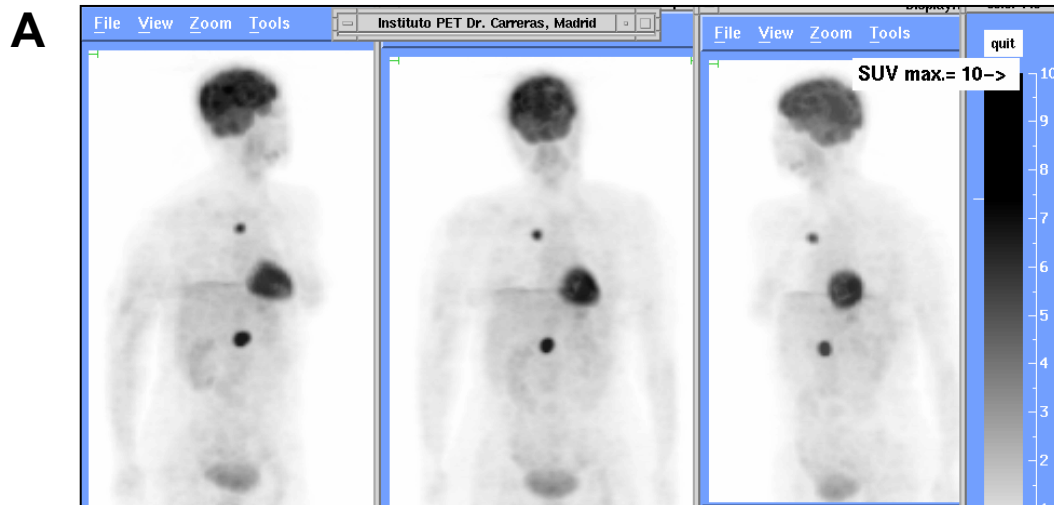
Paciente mujer de 40 años de edad con adenopatía cervical izquierda de melanoma amelanótico metastático de TOD. TAC toraco-abdominal negativo. La PET ^{18}F -FDG detectó 2 cúmulos patológicos de ^{18}F -FDG, uno en el lóbulo superior del pulmón derecho y el otro en la cabeza del páncreas (A), pudiendo corresponder una de ellas al tumor primario. La confirmación quirúrgica evidenció que se trataba de 2 lesiones metastáticas. Aunque la PET ^{18}F -FDG fue FP para el tumor primario, detectó 2 lesiones metastáticas no conocidas previamente y que pudieron ser tratadas quirúrgicamente. El impacto fue elevado y el médico remitente consideró que la PET ^{18}F -FDG fue muy útil en la decisión diagnóstica, terapéutica, y en los resultados. Un segundo estudio PET ^{18}F -FDG realizado 7 meses después del primero, mostró la ausencia de lesiones malignas macroscópicas (B) y, por tanto, una situación de remisión completa desde el punto de vista de la PET ^{18}F -FDG.
